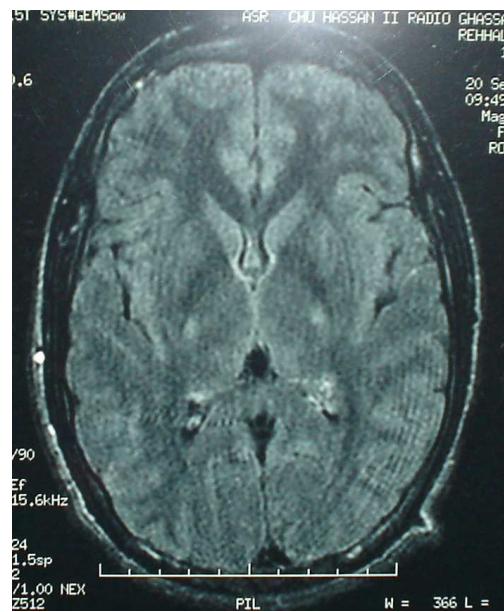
IRM cérébrale en coupe axiale Flair montrant un hypersignal des bras postérieurs et des 2 capsules internes.
